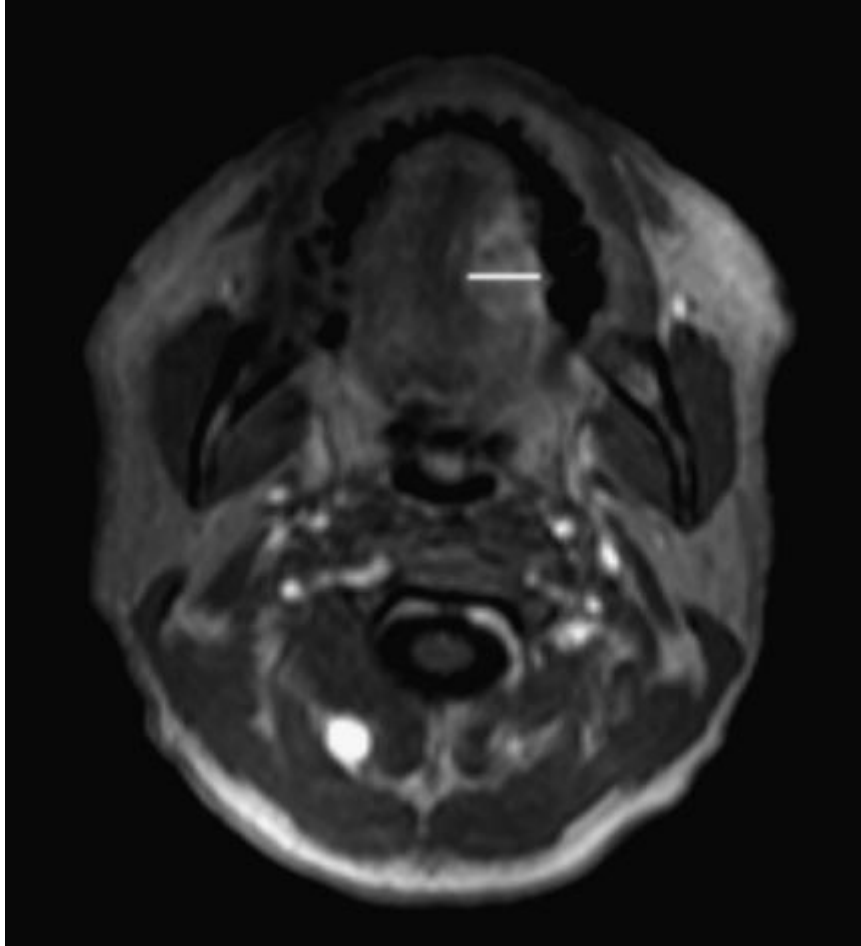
IRM faciale en coupe axiale, séquence T1 avec injection de gadolinium :
